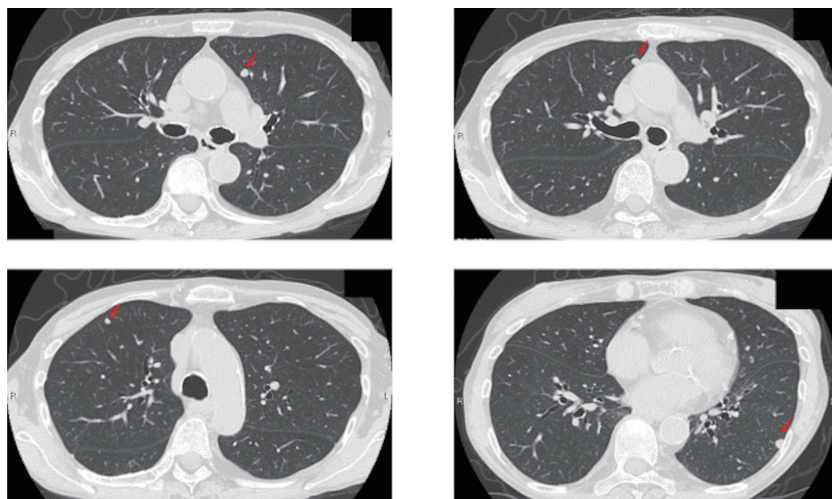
Chest CT 3 months after metastasis detection. Several lung nodule had seen.
